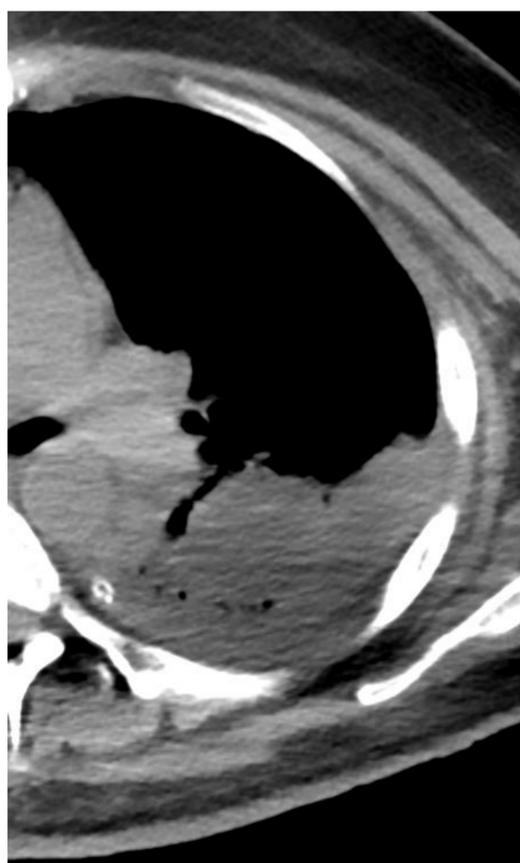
(TC tórax sin y con civ) empiema loculado que muestra captación de contraste de pleura visceral y parietal.
